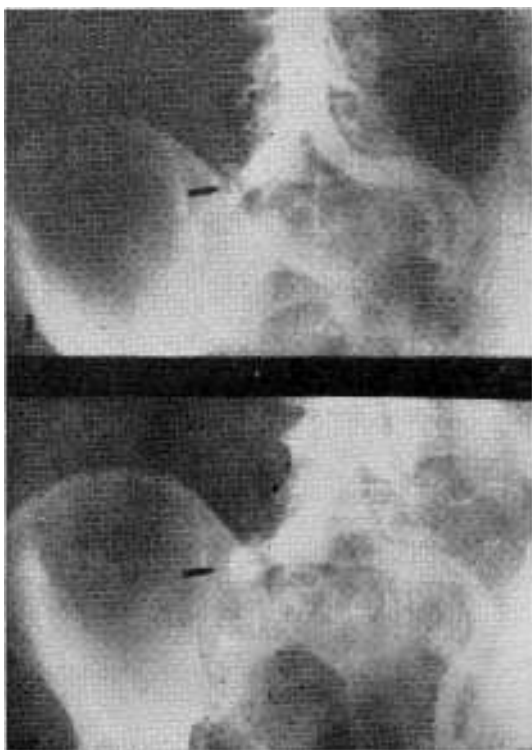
Radiografía (Aortografía) Dres. E. R. Zerboni y A. Gorlero Armas. Falta de relleno en ilíaca primitiva derecha.
